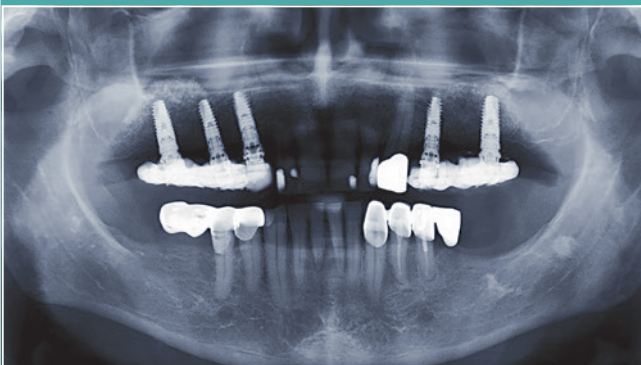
Dokumentation mit Abschlussröntgenbild.
